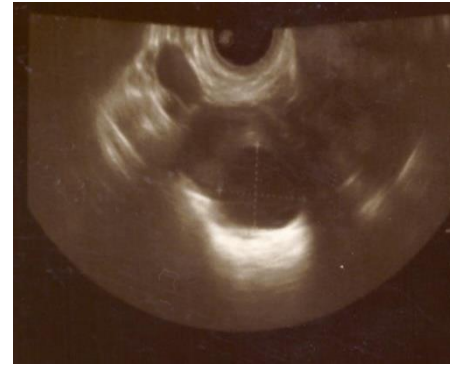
Ecografía transvaginal realizada en tercera consulta con los hallazgos descritos.
